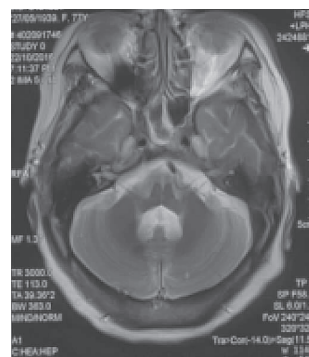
头部 MRI 的 T₂WI 示左侧小脑陈旧性梗死
